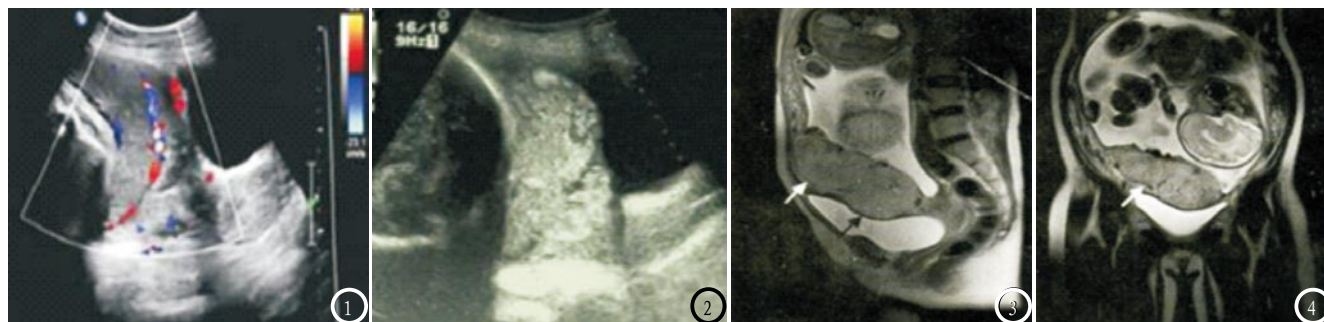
患者女, 36岁, 孕38周, 有剖宫产史。超声显示胎盘厚约4.4cm, 下缘完全覆盖宫颈口(图1), 胎盘与子宫肌层界限不清, 且有丰富血流信号, 胎盘存在多个大腔隙或不规则腔隙(图2); MRI矢状位扫描(图3)见植入型前置胎盘同周围结构显示良好, 胎盘及子宫肌层分界清晰(白箭), 子宫及膀胱间隙清晰, 子宫下段与膀胱壁交接处局部胎盘突出于子宫轮廓外, 子宫肌层明显变薄, 显示欠佳(黑箭); MRI冠状位扫描(图4)见胎盘母体面连续性欠佳, 稍毛糙, 局部与肌层分解欠清(白箭)。
